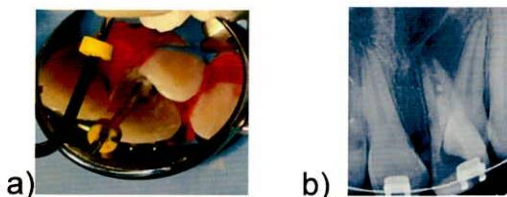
a) Condensación MTA b) Radiografía periapical MTA dentro del conducto
